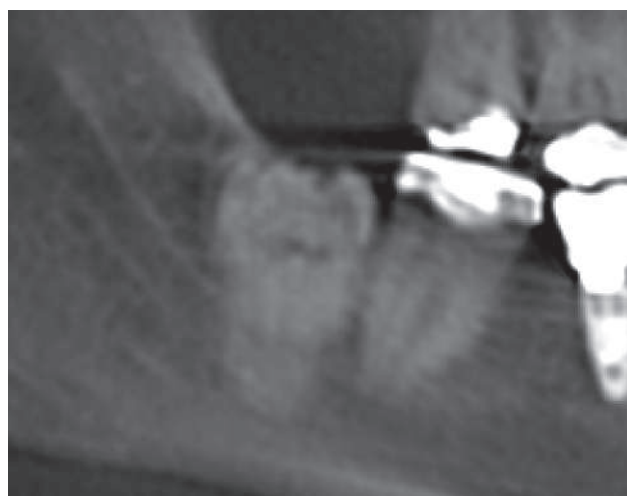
На рентгенограмме виден ход нижнечелюстного канала в виде белых прерывистых линий
